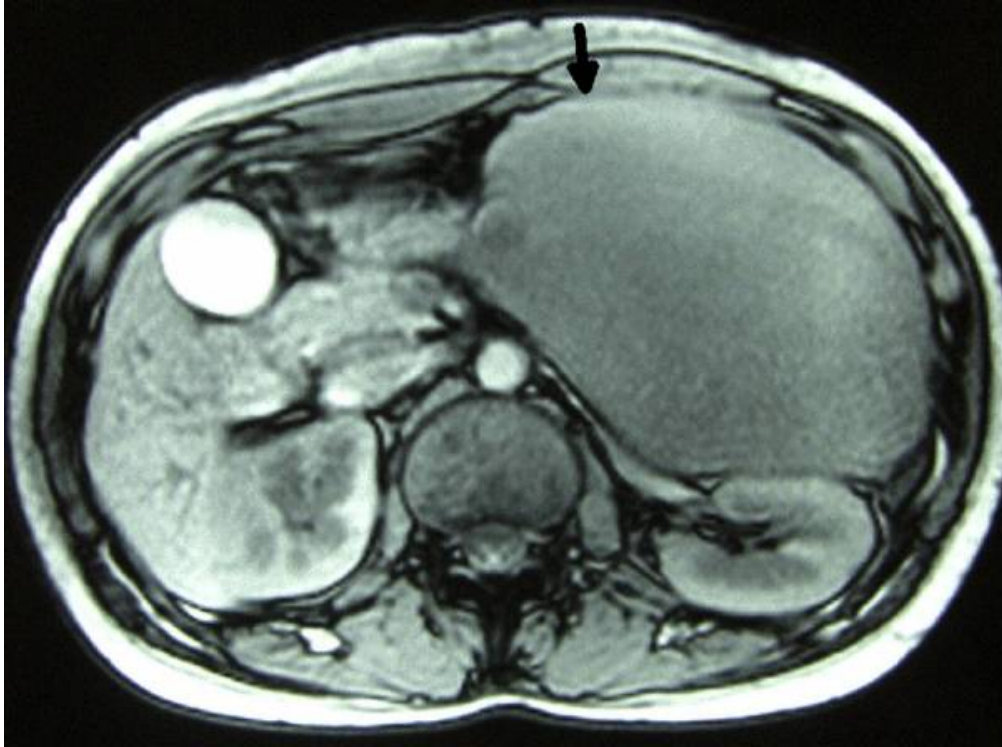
Aspect à l'IRM d'une grande GIST gastrique (flèche noire) [14]
